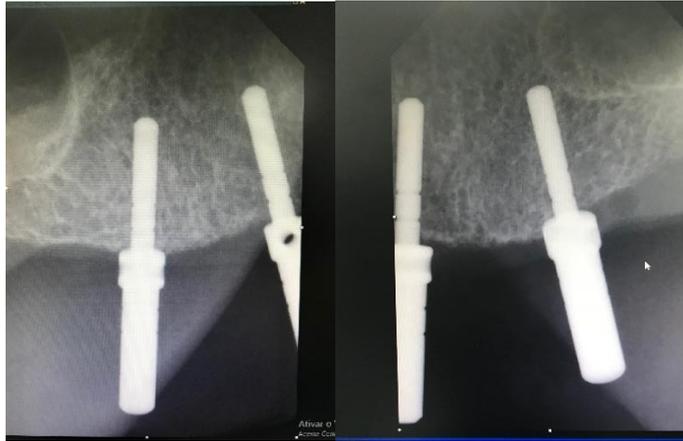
Imagem das radiografias periapicais trans cirúrgicas.
